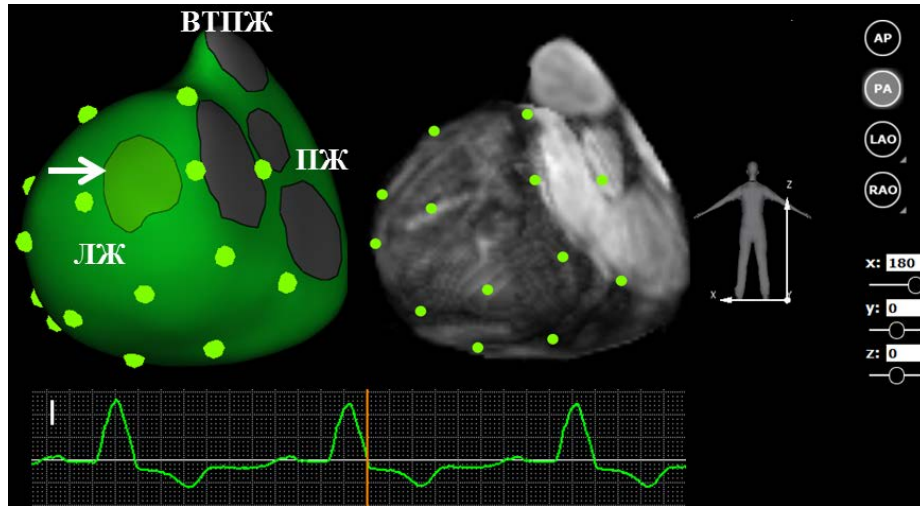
Зона поздней активации в базальном отделе на границе заднего и бокового сегментов ЛЖ при ПБЛНПГ, задняя проекция. Маркеры — границы сегментов ЛЖ. Желтая линия — окончание QRS. Слева — изопотенциальная карта на эпикардиальной модели желудочков. Зона поздней активации указана стрелкой. Справа — визуализация желудочков в режиме МРТ.
